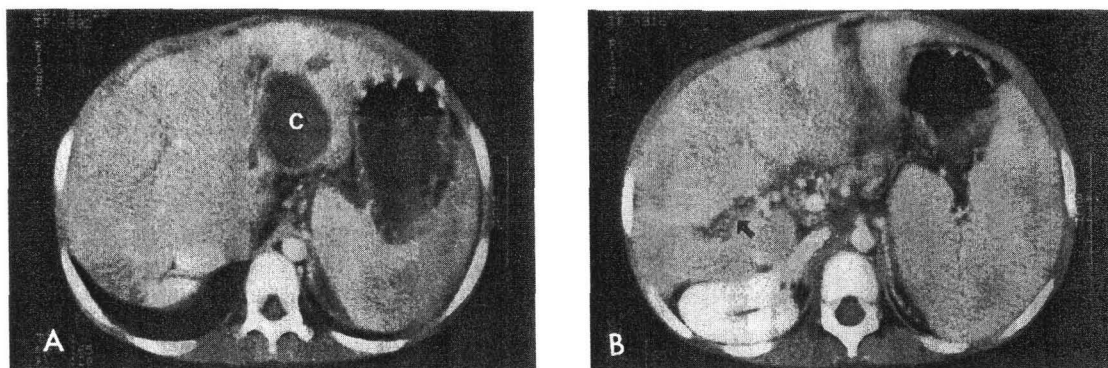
Abdominal CT. A; an ovoid cyst(C) (45×40 mm in size) in the left hepatic lobe, B; another tubular dilatation (20×8 mm in size) in the right hepatic lobe(arrow head).
